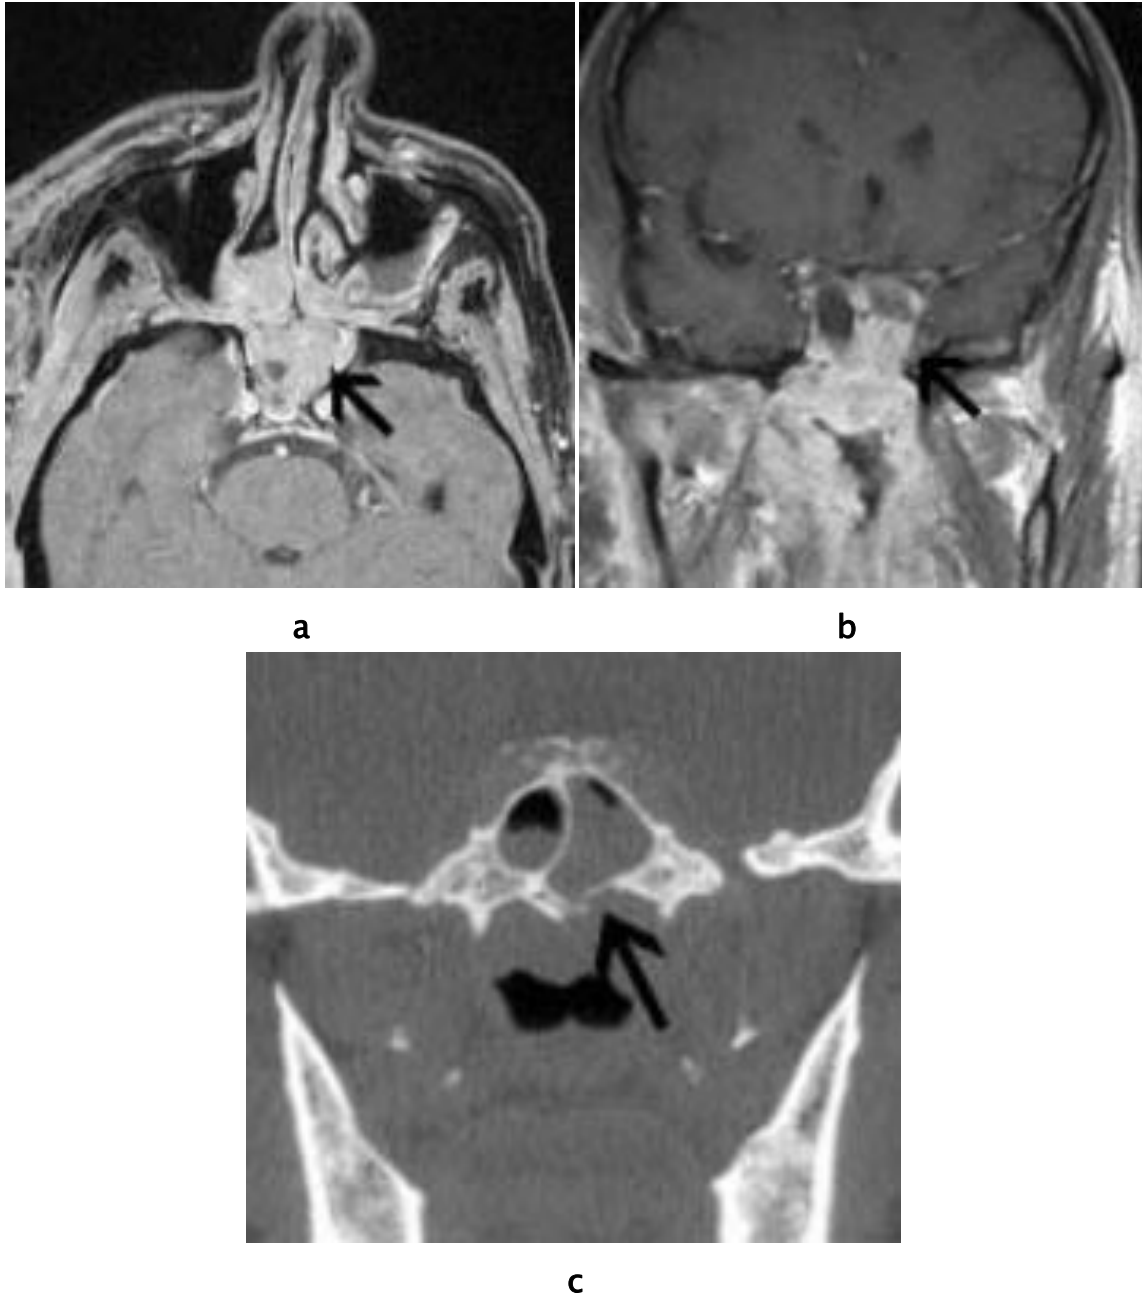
IRM objectivant une extension supérieure d'un cancer du nasopharynx.(41)
